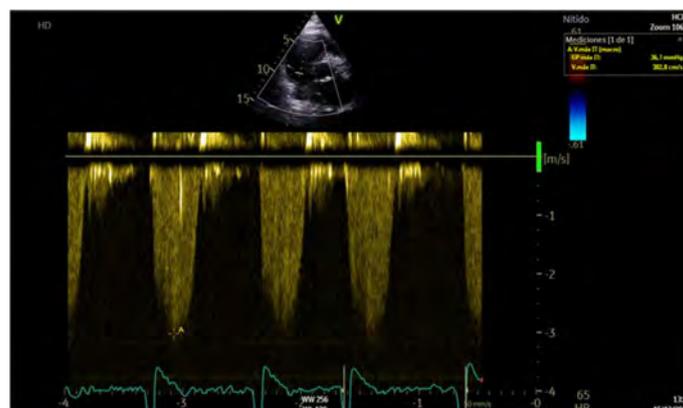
Imagen Doppler para el estudio de la HP por ecocardiografía. Original Doctorando.
